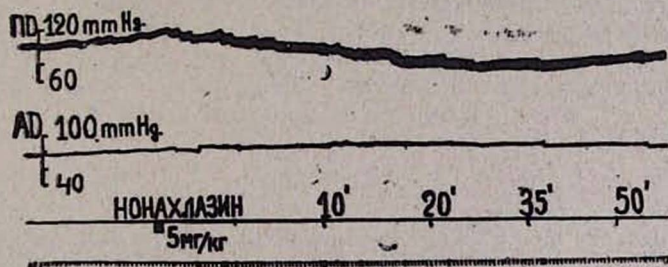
Влияние нонахлазина на тонус венечных сосудов сердца у кошек. Регистрация сверху вниз: перфузионное давление (ПД), артериальное давление (АД), отметка введения нонахлазина (5 мг/кг), отметка времени.
